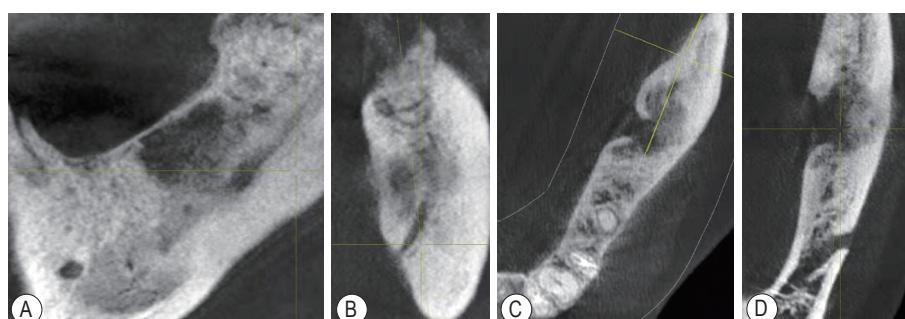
下颌左侧术后7个月CBCT未见新的死骨形成 A: 局部冠状位; B: 局部矢状位; C、D: 分别为局部高、低水平位
